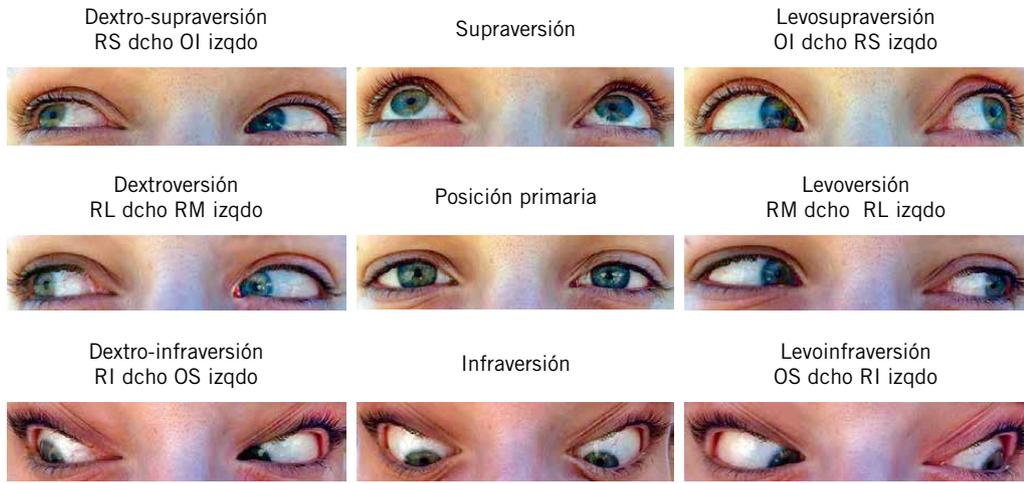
Posiciones diagnósticas de la mirada: versiones. A. Exploración de las versiones: paciente sin estrabismo que mira en todas las direcciones; la desviación la podríamos encontrar en una sola; debemos sujetar la cabeza del niño para que no la gire y utilizar un juguete o linterna que le llame la atención. *RL: recto lateral, RM: recto medio, RS: recto superior, RI: recto inferior, OI: oblicuo inferior, OS: oblicuo superior.*
